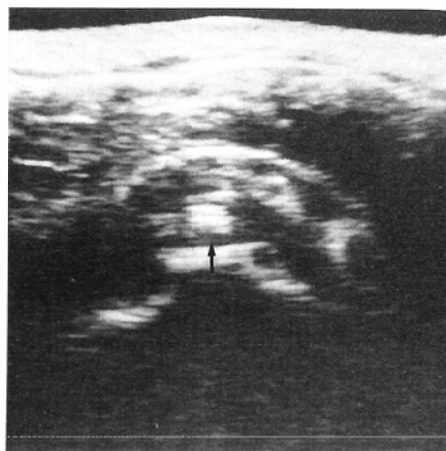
(B) Sonography shows a hyperechoic area in the rotator cuff (arrow)
